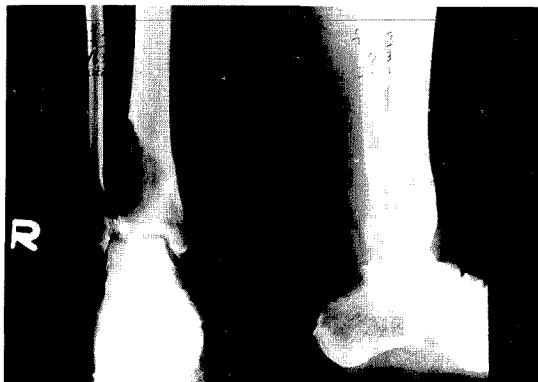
The initial plane X-ray shows severe bone destruction of the right distal tibia.
